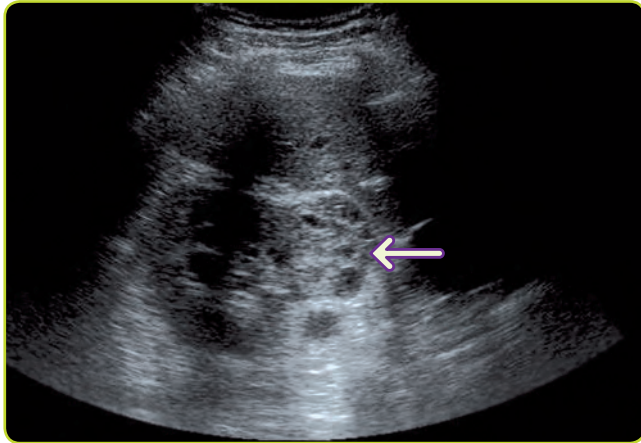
Ecografía de un carcinoma renal.
